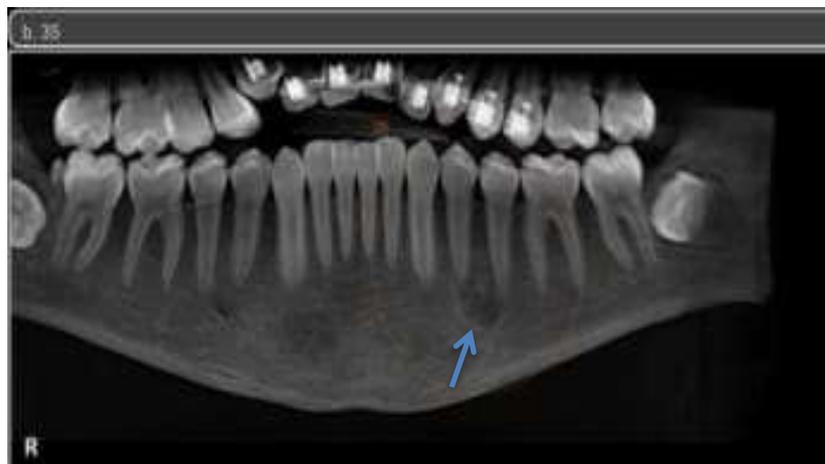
Reconstrução panorâmica da tomografia computadorizada - Imagem hipodensa, bem circunscrita com foco radiopaco na região apical da unidade dentária 3.4.
